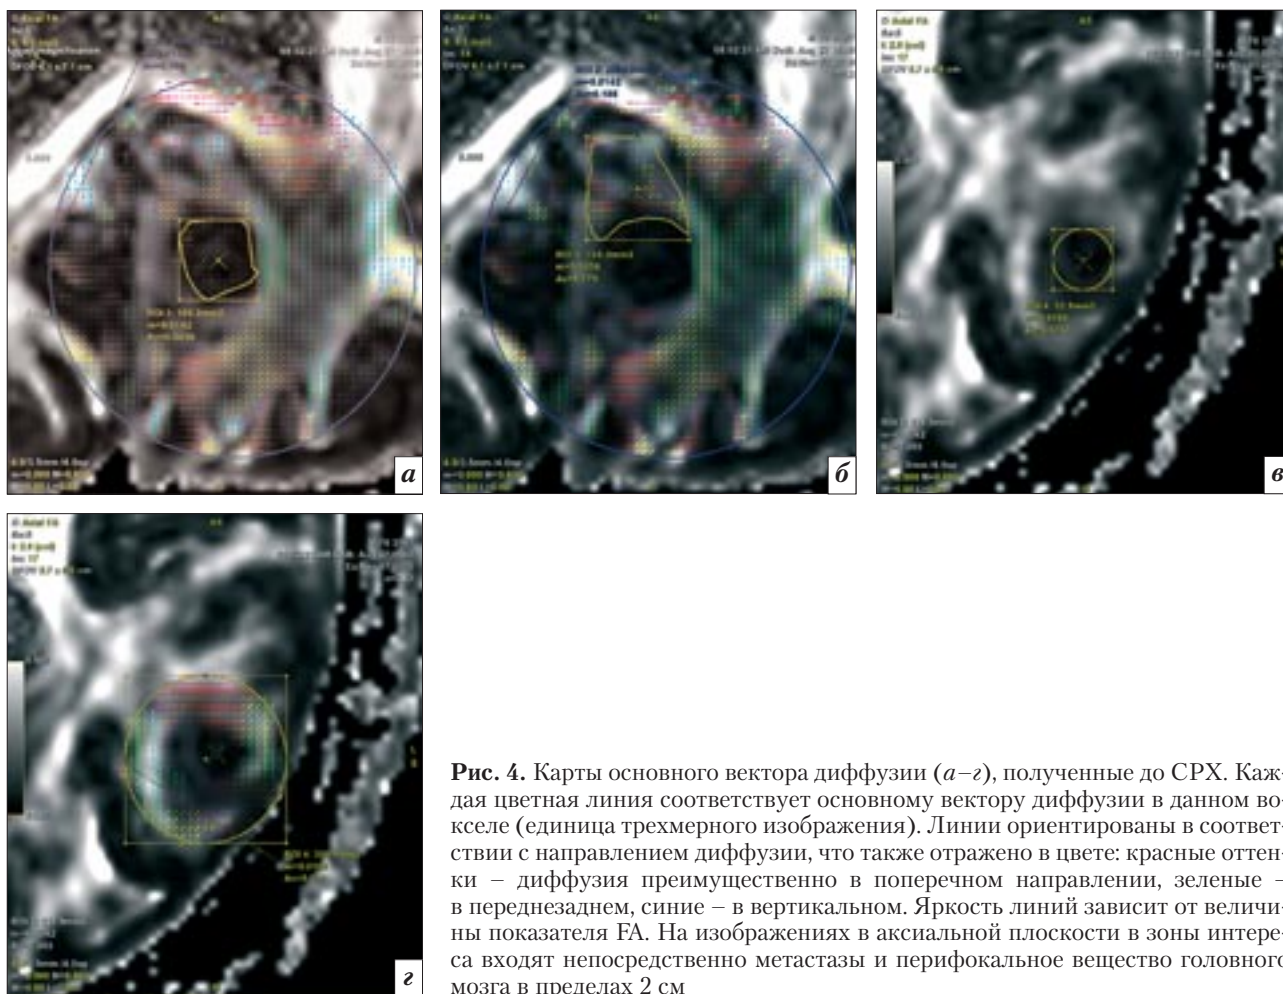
Карты основного вектора диффузии (а–г), полученные до СРХ. Каждая цветная линия соответствует основному вектору диффузии в данном вокселе (единица трехмерного изображения). Линии ориентированы в соответствии с направлением диффузии, что также отражено в цвете: красные оттенки – диффузия преимущественно в поперечном направлении, зеленые – в переднезаднем, синие – в вертикальном. Яркость линий зависит от величины показателя FA. На изображениях в аксиальной плоскости в зоны интереса входят непосредственно метастазы и перифокальное вещество головного мозга в пределах 2 см
